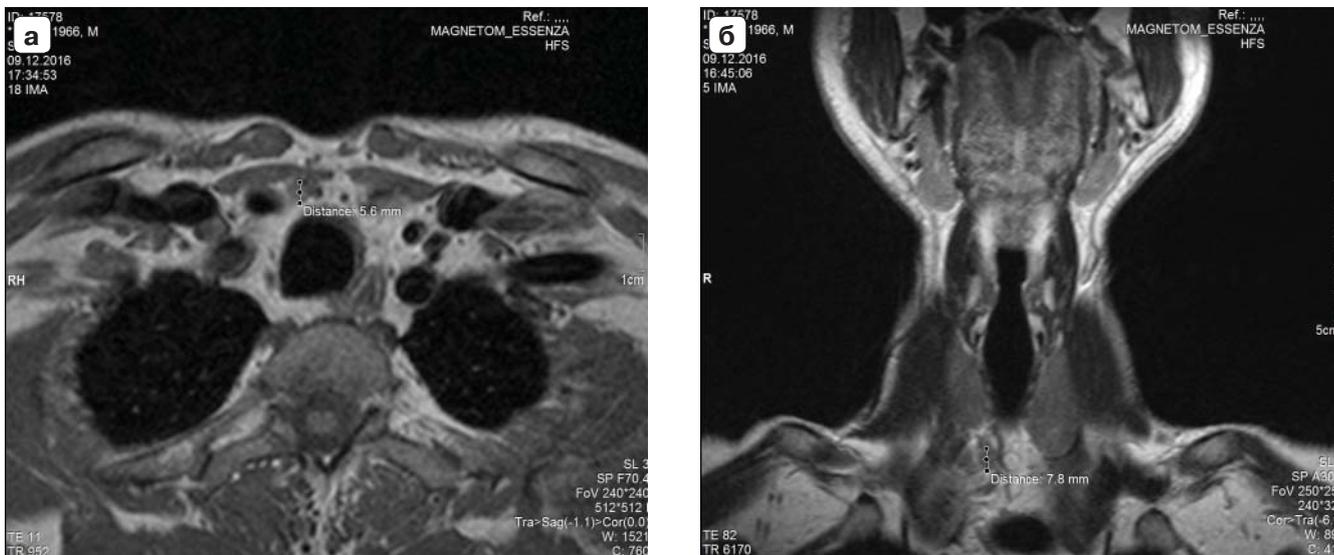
Аденомы ОЩЖ, выявленные при МРТ-исследовании: а – на уровне нижнего полюса правой доли щитовидной железы, Th1, визуализируется образование округлой формы, с четкими ровными контурами, гипоинтенсивного МР-сигнала на T1 ВИ, размерами 5,6 мм в аксиальной проекции; б – на уровне нижнего полюса правой доли щитовидной железы, Th1, визуализируется образование округлой формы, с четкими ровными контурами, гипоинтенсивного МР-сигнала на T1 ВИ, размерами 7,8 мм в коронарной проекции.
